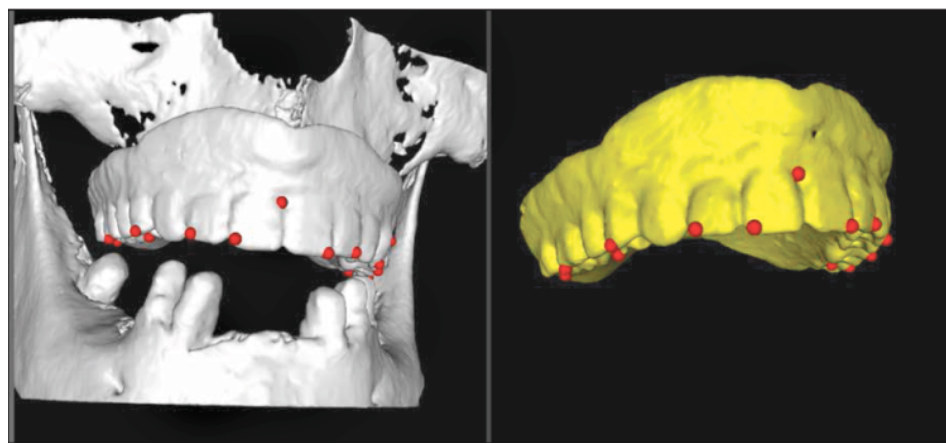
Метки на рентгеноконтрастном шаблоне. Делается несколько меток для исключения ошибок при совмещении
